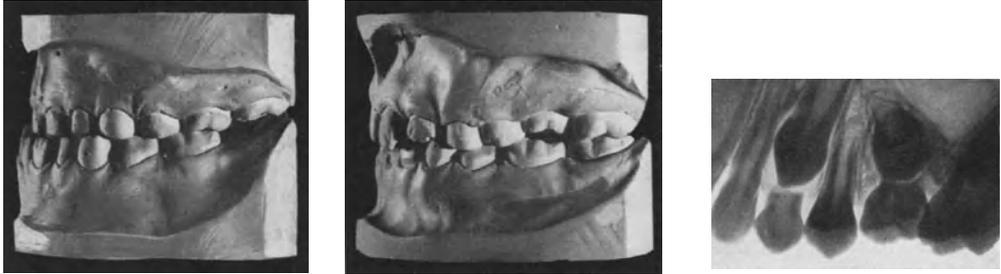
Zurückbleiben des zweiten oberen Milchmolaren infolge einer Störung der Wurzelresorption. Zustand mit 6 Jahren und mit 8 Jahren. Deutliche Infraokklusion des IV. Röntgenbild eines ähnlichen Falles.
